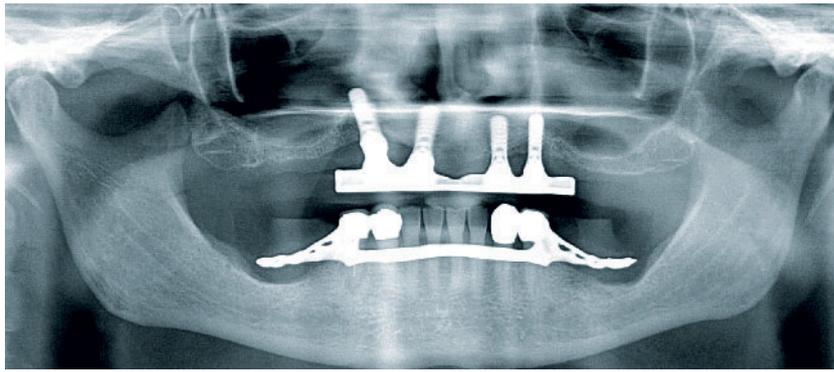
Panoramalaröntgenbild 5 Jahre nach Wiedereingliederung des vorhandenen Steges im OK
